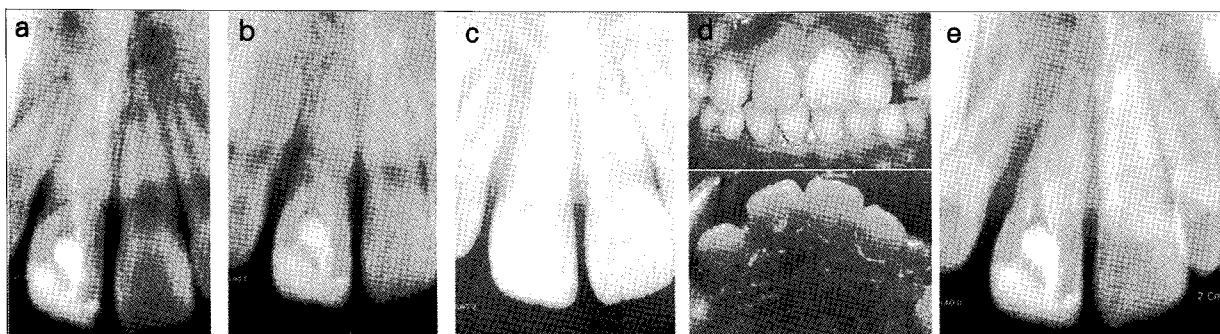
Follow up. (a) Periapical radiograph after 1 month. (b) Periapical radiograph after 2 months. (c) Periapical radiograph after 3 months. (d) Intraoral photographs after 4 months. (e) Periapical radiograph after 4 months.
